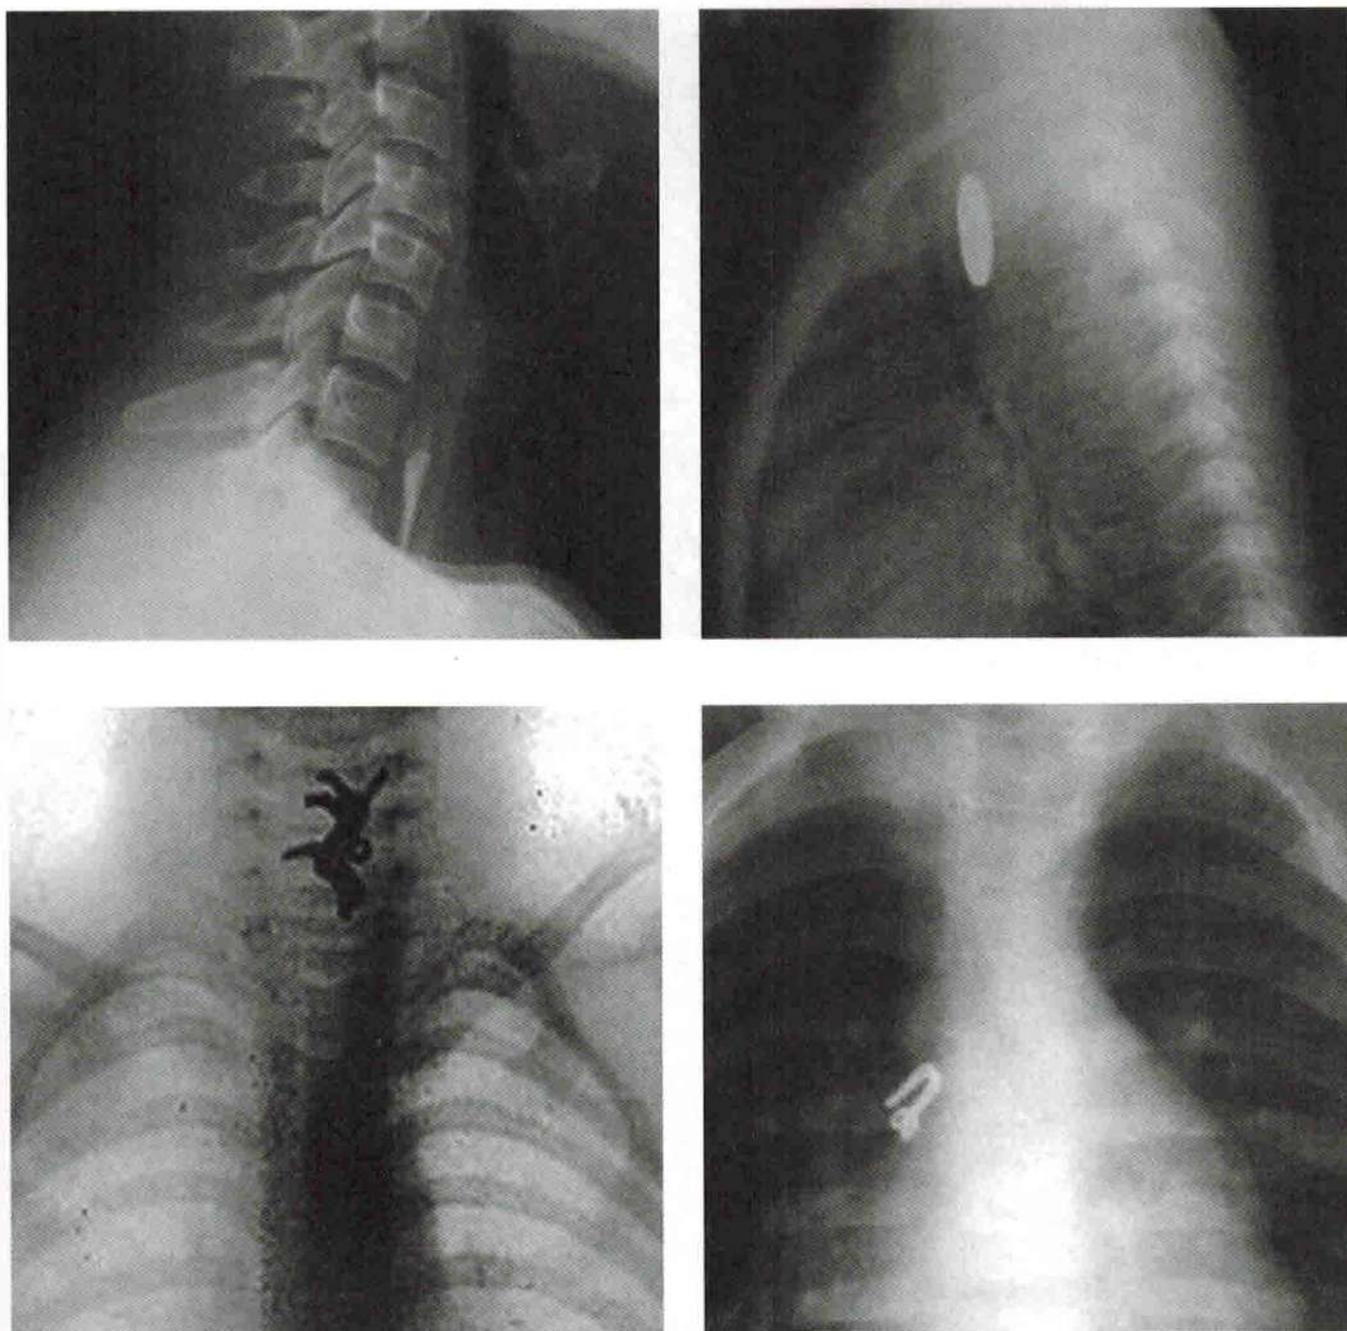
Рентгенограммы. Инородные тела пищевода.
